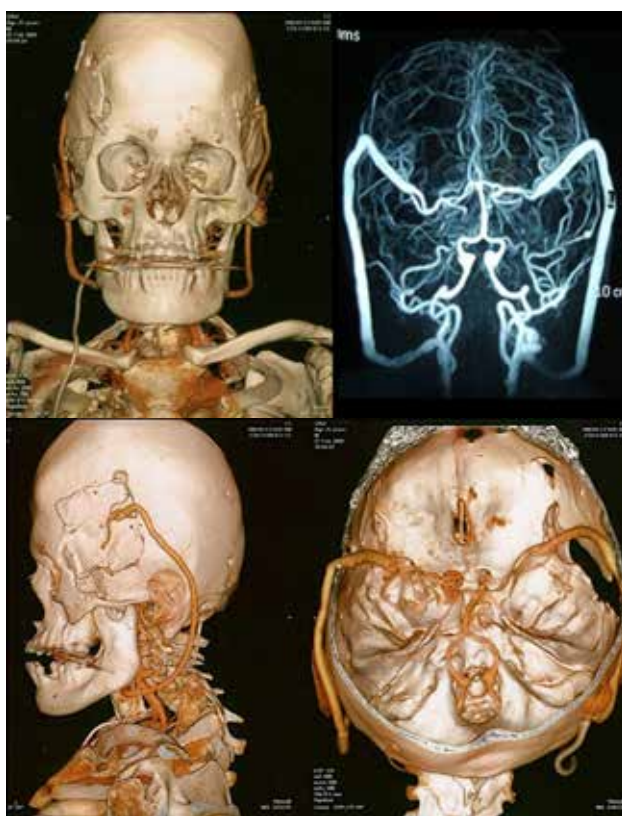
Paciente con doble bypass. Angio-RMN y angiografía digital que muestran aneurismas gigantes carótido-cavernosos bilaterales.
